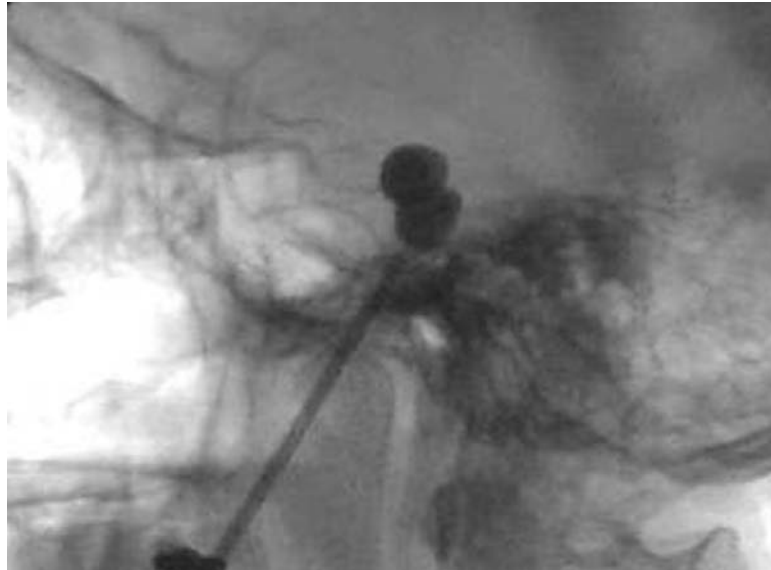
Contrôle radiographique peropératoire montrant une déformation en diabololo du ballonnet chez un patient. Le risque dans ce cas-ci est une paralysie oculomotrice par atteinte du VI [111].
